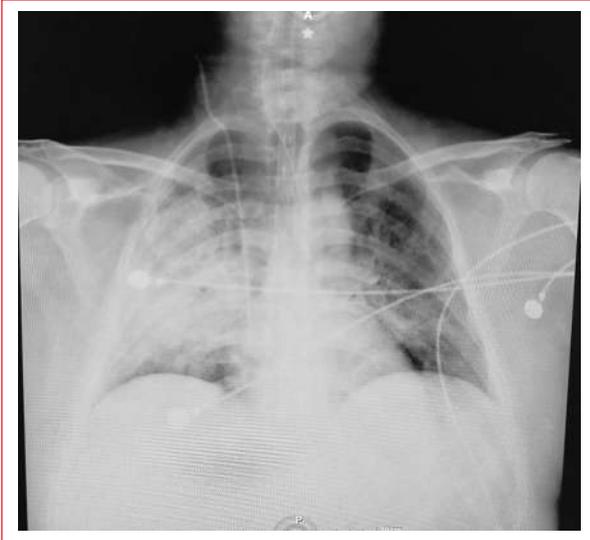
Radiografía de tórax posteroanterior en la que se observan consolidación en el hemitórax derecho, patrón reticular y aumento de la trama vascular bilateral.
